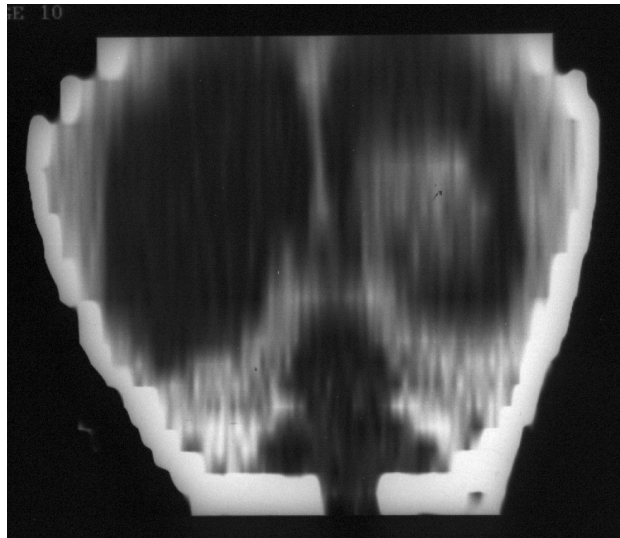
а) КТ-реконструкция больной Ш, 4 мес., до операции. Выраженная внутренняя гиперсекреторная сообщающаяся гидроцефалия. В боковом желудочке определяется опухоль на длинной сосудистой ножке.
